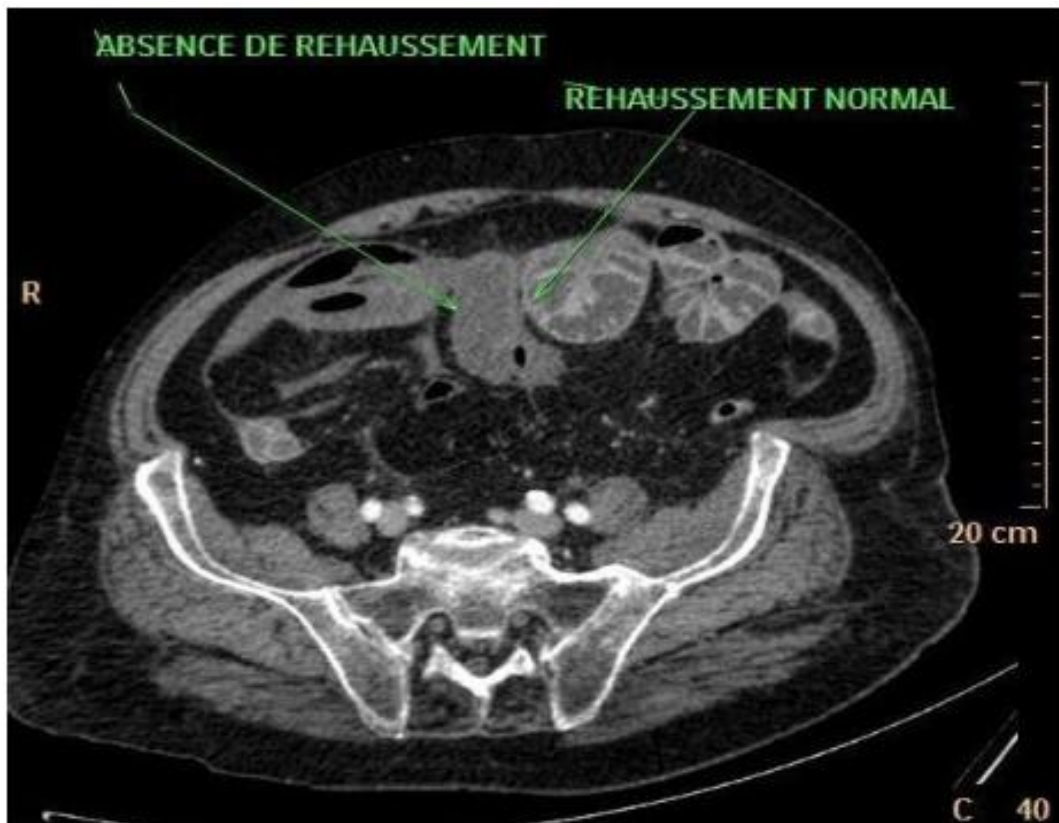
TDM abdominale coupe axiale montrant un défaut de rehaussement de la paroi intestinale
